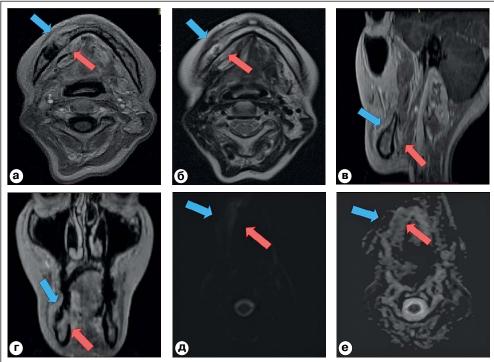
МРТ челюстно-лицевой области пациентки А. в режимах: Т1-ВИ в аксиальной плоскости (а), Т2-ВИ в аксиальной плоскости (б), Т1-ВИ сагиттальной (в), фронтальной (г) плоскостях; ДВИ b=1000 (д), ИКД-карта (е). Примечания: а), в), г) в альвеолярном отростке нижней челюсти справа определяется участок деструкции (Т1-ВИ, синяя стрелка) с мягкотканным компонентом неправильной формы, с нечеткими неровными контурами, общими размерами около 12×19 мм (красная стрелка), в вертикальном измерении – около 16 мм; б) определяются признаки деструкции альвеолярного отростка нижней челюсти справа с распространением в прилежащие ткани (Т2-ВИ, синяя стрелка); д) в режиме ДВИ с b-фактором 1000: определяется слабое усиление сигнала (красная и синяя стрелки); е) на ИКД-картах: без выраженной рестрикции диффузии (синяя стрелка).
